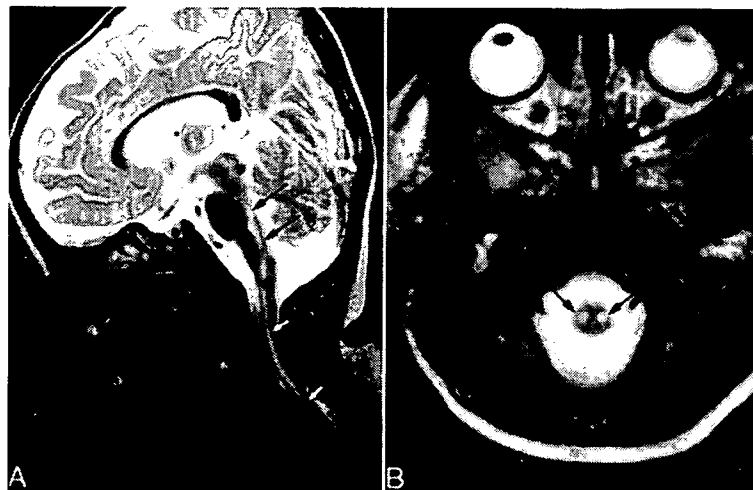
エンテロウイルス 71 脳幹脳炎の MRI 画像 (Shen WC et al, 1999<sup>5)</sup> より転載)
